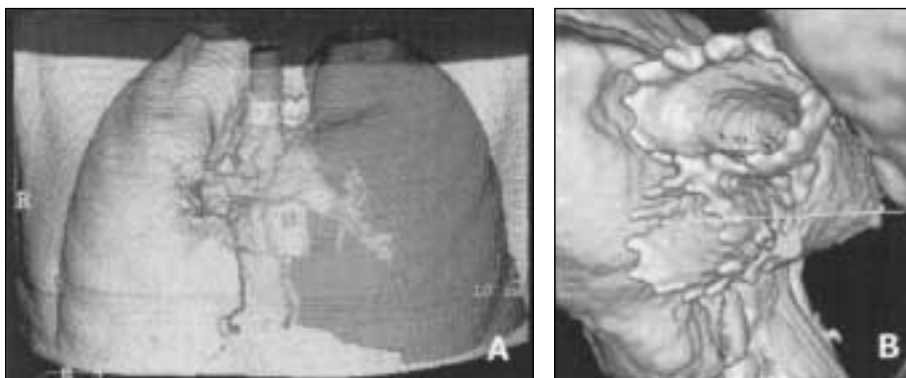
caso n° 6: voluminosa neoplasia a partenza tracheale che coinvolgeva il bronco intermedio, il bronco principale sx, con compressione dell'esofago. A: immagine TC 3D con ricostruzione tridimensionale dei polmoni, della neoplasia e dell'albero tracheobronchiale. Sono visibili la protesi tracheale, quella del bronco sinistro e dell'esofago. B: ricostruzione tridimensionale delle protesi tracheale ed esofagea viste dall'alto.
